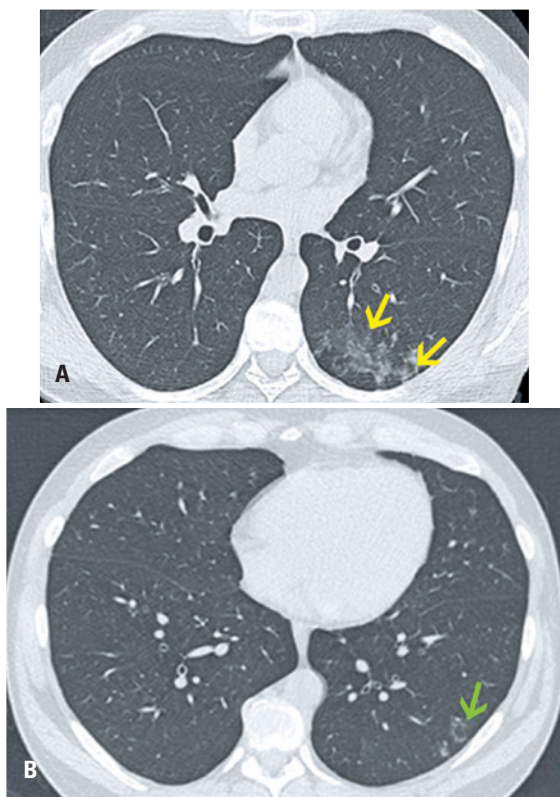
Homem, 44 anos, tabagista, realizou o primeiro exame (A) Para *check-up*. Após 10 meses, realiza o segundo exame (B) Devido à tosse e a mal-estar. (A) Tomografia computadorizada com plano de corte axial da janela pulmonar: opacidades centrolobulares em vidro fosco por vezes confluentes, esparsas pelo lobo inferior esquerdo; (B) Tomografia computadorizada com plano de corte axial da janela pulmonar: redução da densidade das opacidades centrolobulares em vidro fosco – algumas exibindo sinal do halo invertido (seta verde)
